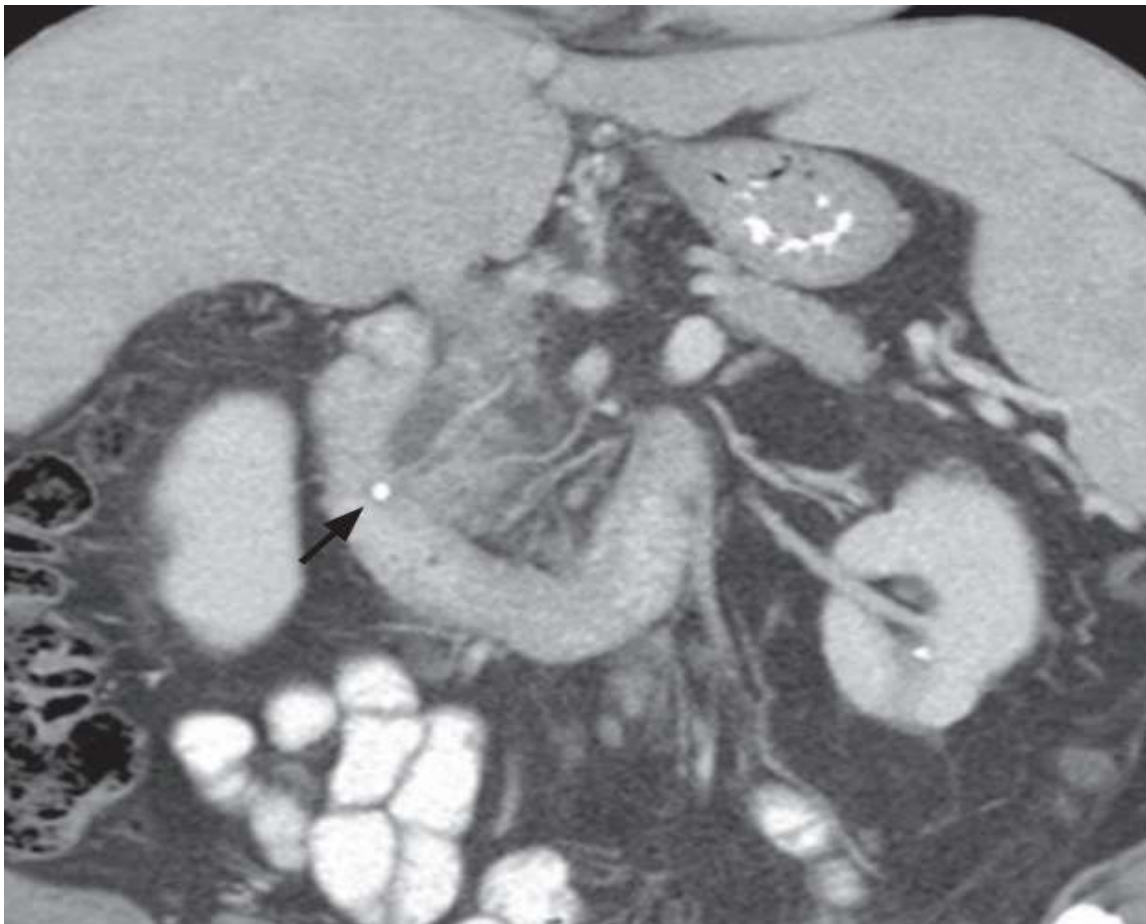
Série coronale d'images tomographiques montrant un calcul impacté dans la voie biliaire terminale (flèche), avec une dilatation proximale relative de la voie biliaire commune et un œdème péripancréatique et un échouage dans la tête du pancréas. [35]
